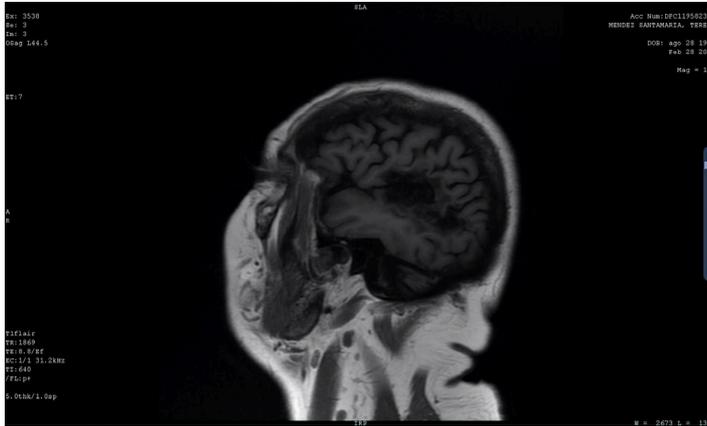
RM de paciente femenina de 71 años.
